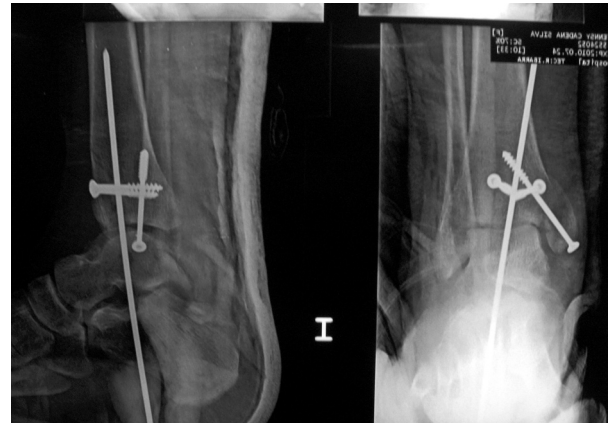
RADIOGRAFIAS AP Y LATERAL POSQUIRURGICAS DE OSTEOSINTESIS Y REDUCCION ABIERTA DEO
